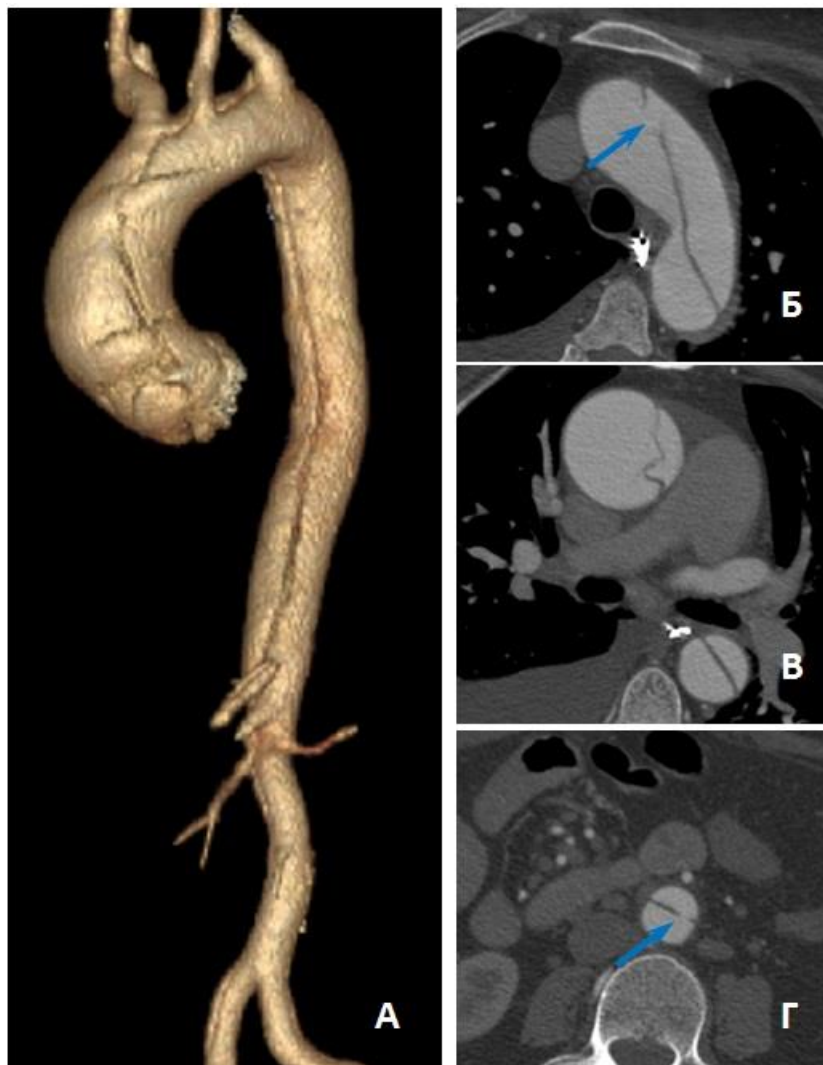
МСКТ-аортография пациентки К. до операции. Расслоение аорты тип А: А – трехмерная реконструкция аорты; Б – аксиальный срез на уровне дуги аорты (стрелкой указан разрыв интимомедиальной мембраны);
